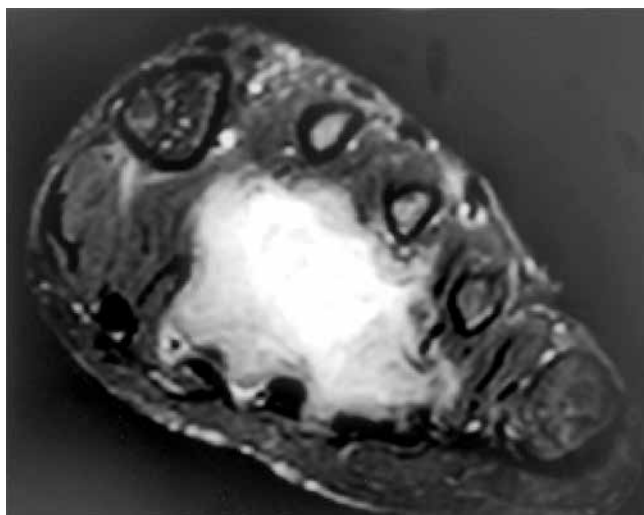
Фосфатурическая мезенхимальная опухоль стопы. Очевидные признаки инфильтративного вставания. Вокруг опухоли нет фиброзной капсулы. Магнитно-резонансная томография, PDW/SPAIR-взвешенные изображения, аксиальная проекция
